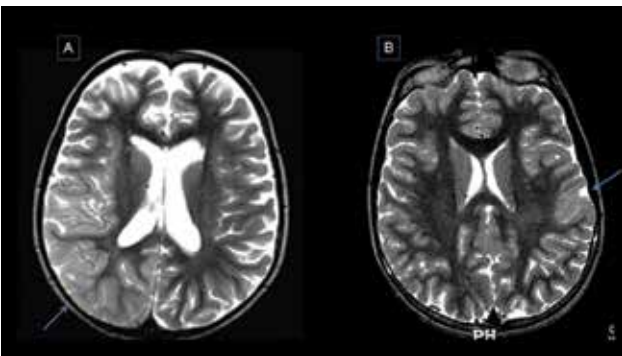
Hemimegalencefalia. RM com cortes axiais, ponderada em T1, demonstrando padrão polimicrogírico do córtex direito.
